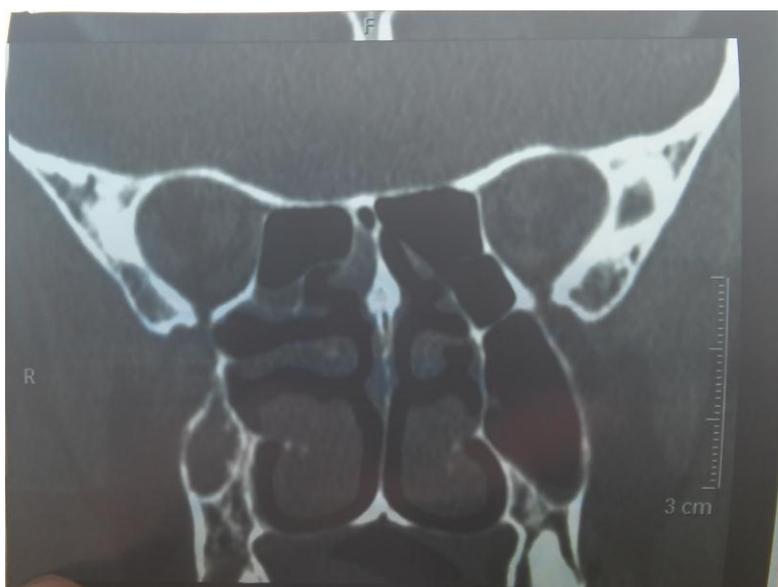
КТ околоносовых пазух больной И. коронарная проекция. Рецидив заболевания через полгода после вскрытия пазухи
